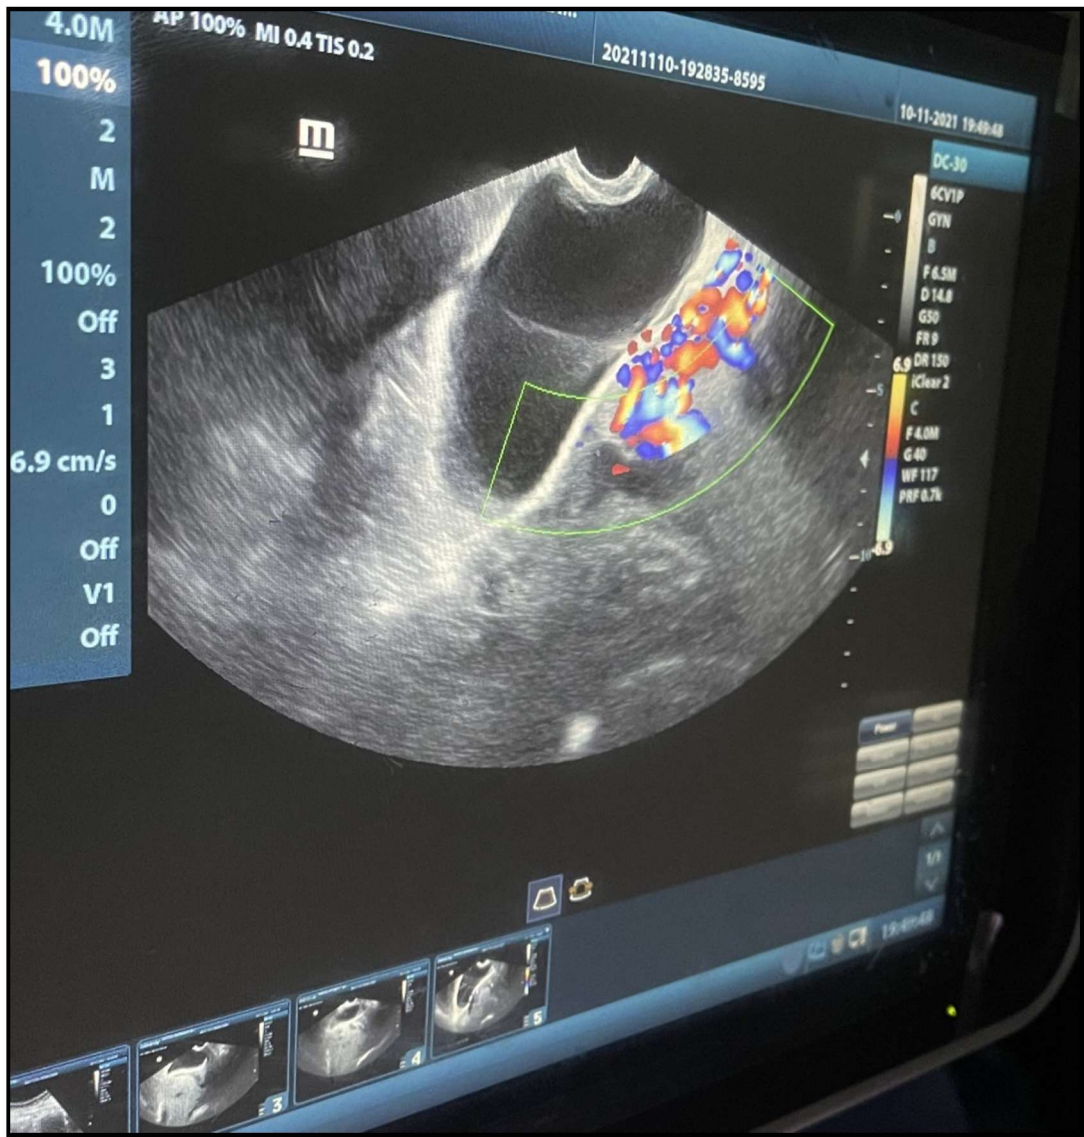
Image d'échographie-Doppler placentaire montrant une vascularisation anarchique en regard de la cicatrice en « patte d'oie »
